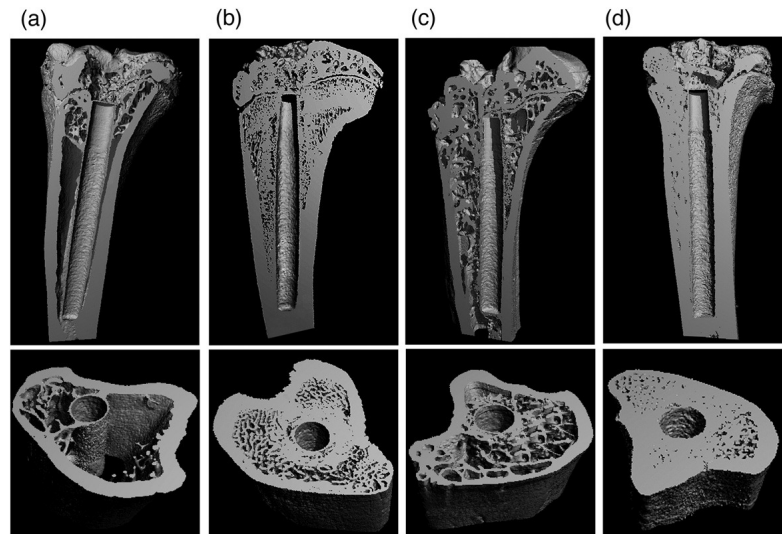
Imagens por micro-tomografia computadorizada da tíbia proximal com implantes. (a) Controle, (b) Zoledronato, (c) bFGF, (d) Zoledronato + bFGF. Note a diferença significativa na estrutura trabecular interna ao redor do implantes entre grupos.
